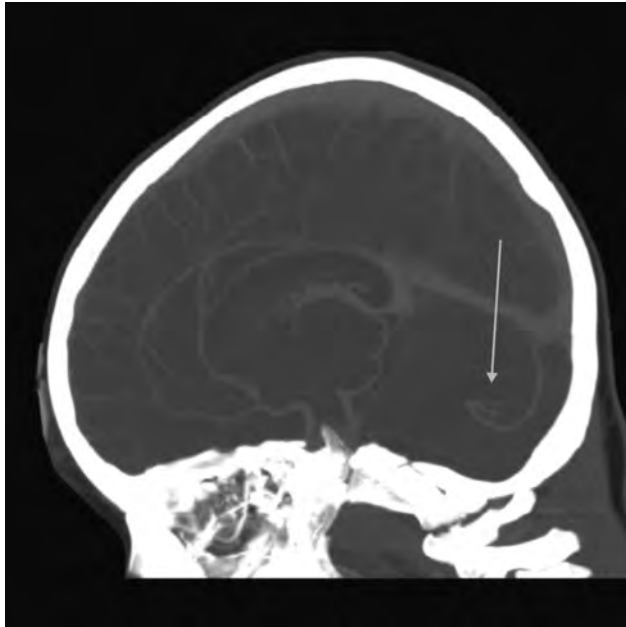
TK głowy; rekonstrukcja strzałkowa. MIP. DVA podnamiotowo ze spływem do zatok opony twardej *Sagittal head CECT. MIP. Infratentorial DVA with drainage to the dural venous sinuses.*
